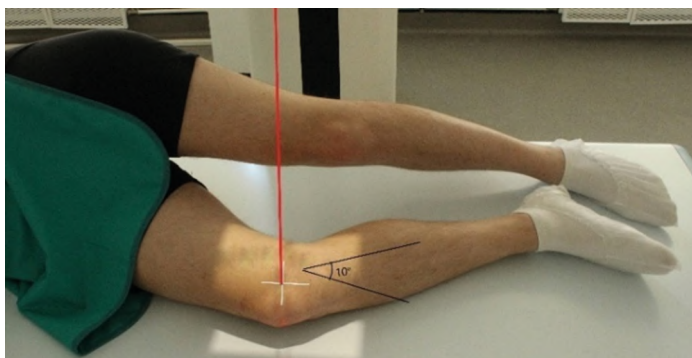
Рентгенография коленного сустава. Боковая проекция (надколенник)
